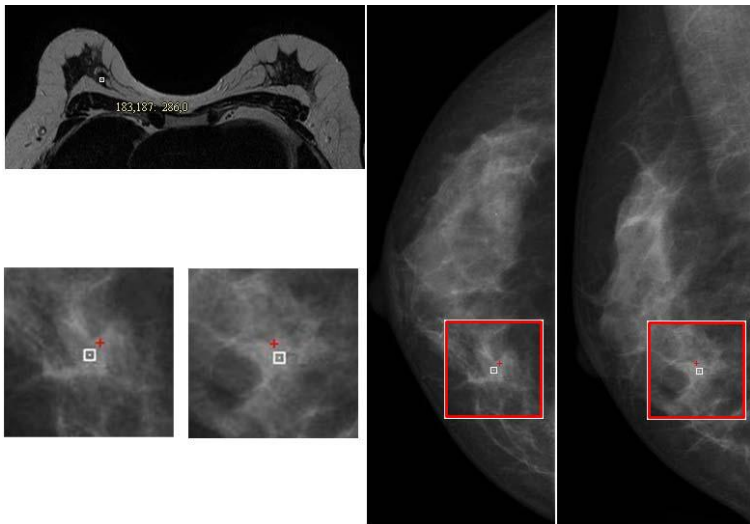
Registro de RM a RX. Marca realizada por radiólogo en la imagen de RM (marca blanca en imagen izquierda), marcas realizada por radiólogo en las imágenes de RX CC y MLO (marcas blancas en imágenes centro y derecha) y marcas obtenidas por la metodología (marcas rojas en imágenes centro y derecha).
